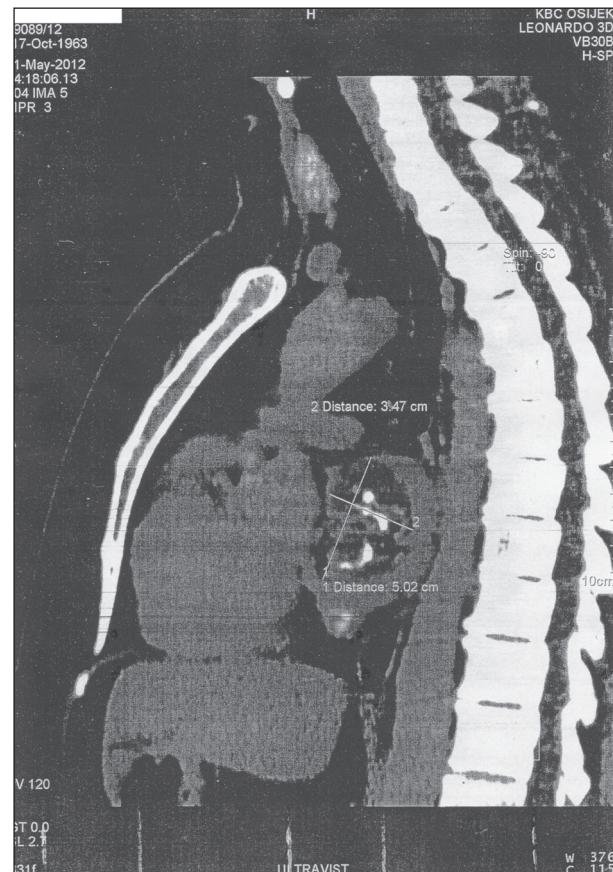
Magnetic resonance image of atrial myxoma, bright areas represent calcifications.
